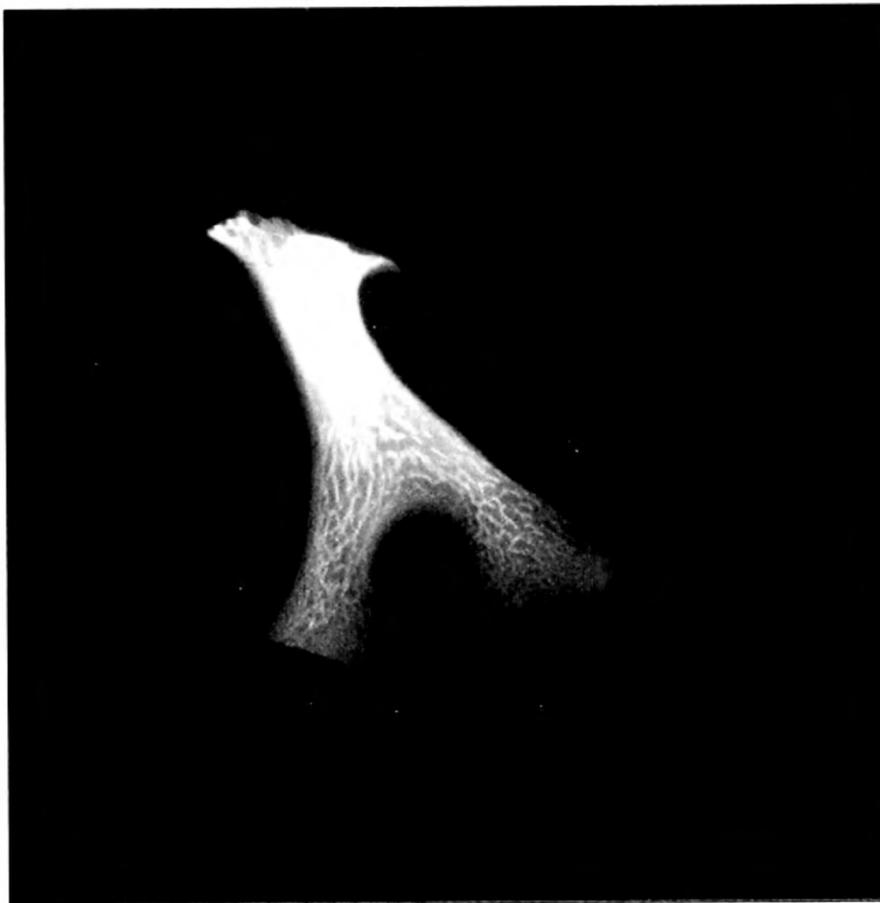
Radiografía anteroposterior de cuerpo extraño esofágico.
